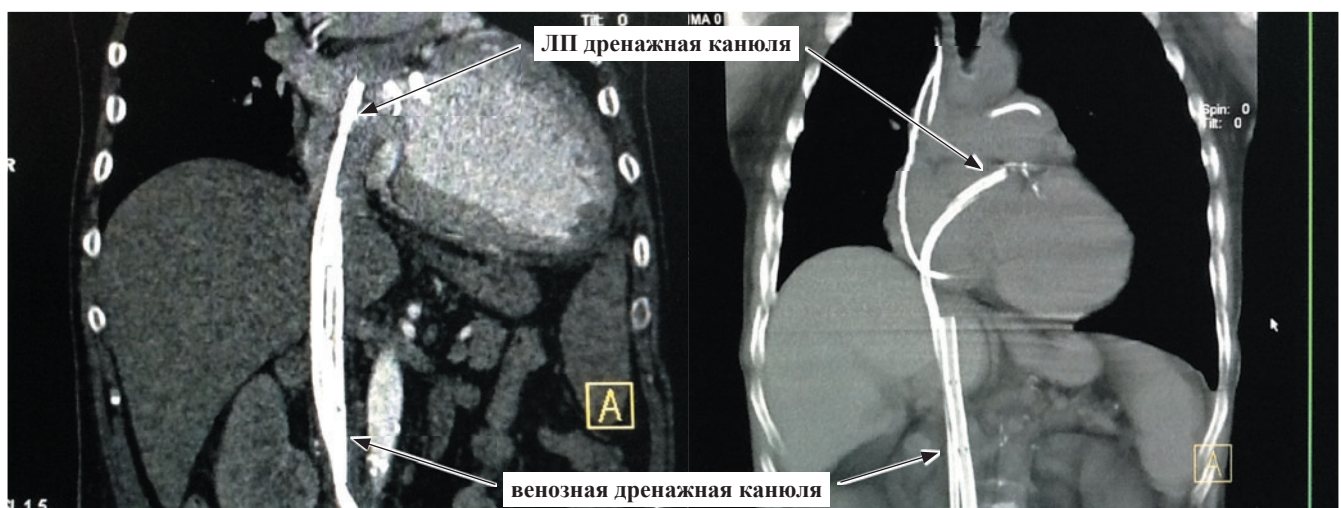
Взаиморасположение венозной дренажной канюли и левопредсердной дренажной канюли (компьютерно-томографическое исследование)
